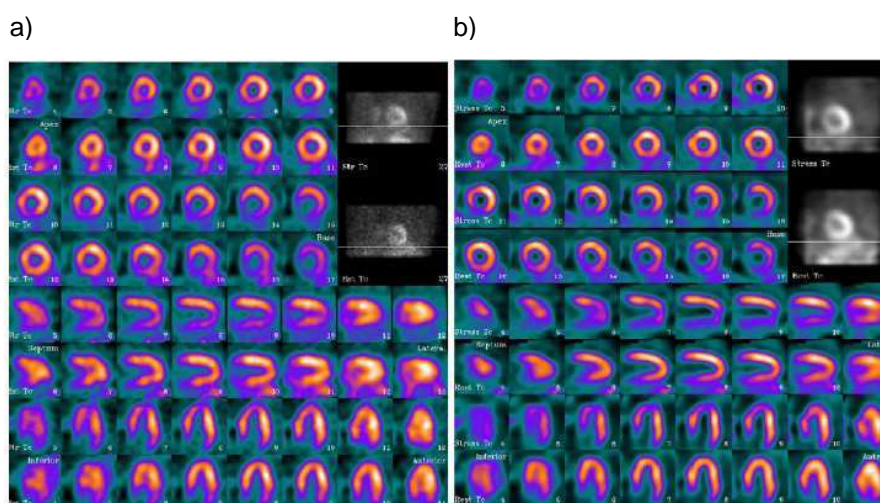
Comparaison de tomoscintigraphies myocardiques illustrant une meilleure résolution et un meilleur contraste avec la caméra à semi-conducteurs : images obtenues avec a) une gamma-caméra conventionnelle ; b) une caméra à semi-conducteurs Discovery NM530c [Esteves et al., 2009].
